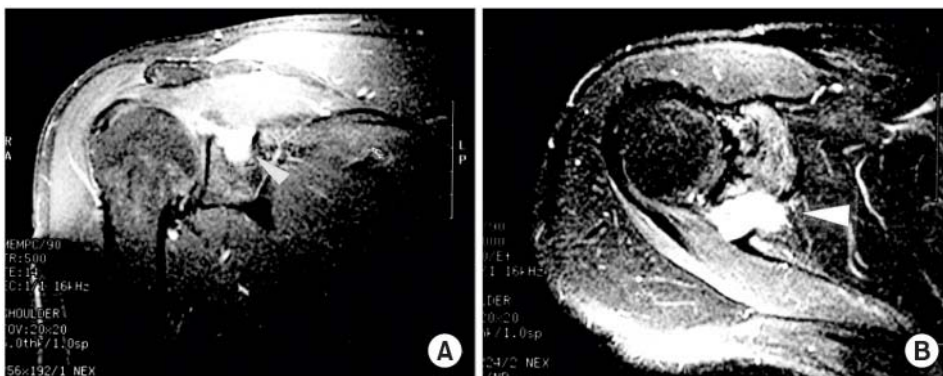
A) Coronal and B) axial T2-weighted magnetic resonance images of the right shoulder, demonstrating a mass with homogeneous high intensity consistent with the ganglion cyst (arrow) in the region of the spinoglenoid notch.
